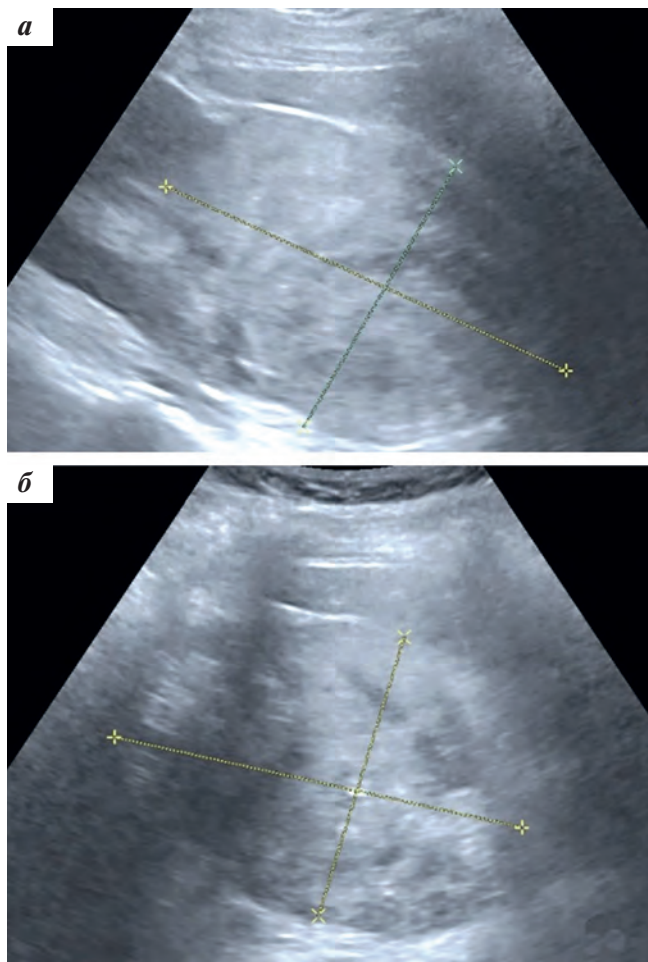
УЗИ ОБП: продольное (а) и поперечное (б) сканирование опухоли правой почки. Неоднородная структура, повышенная эхогенность, нечеткая граница с почкой
